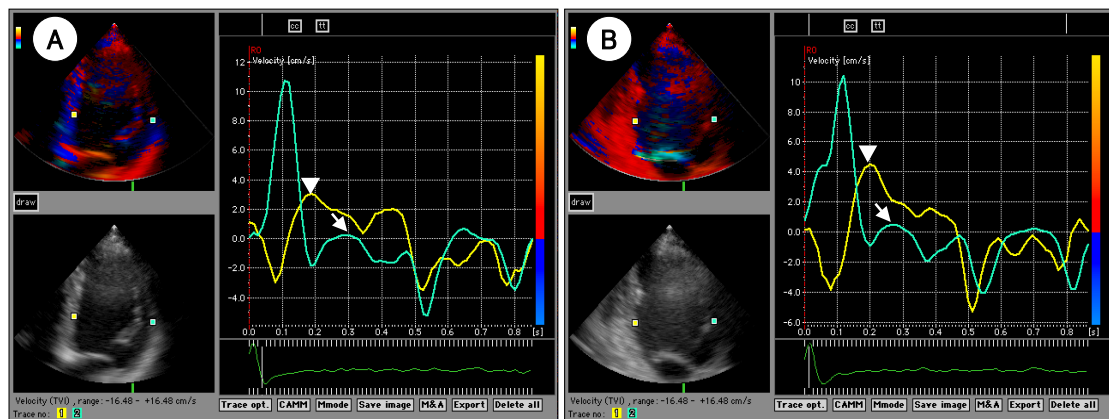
A representative myocardial velocity curve obtained by Doppler myocardial imaging in a patient with heart failure: myocardial velocity curves of septum (yellow, arrow head) and lateral wall (green, arrow) of apical 4 chamber view are demonstrated in A, and those of inferior (yellow, arrow head) and anterior wall (green, arrow) are demonstrated in B.
